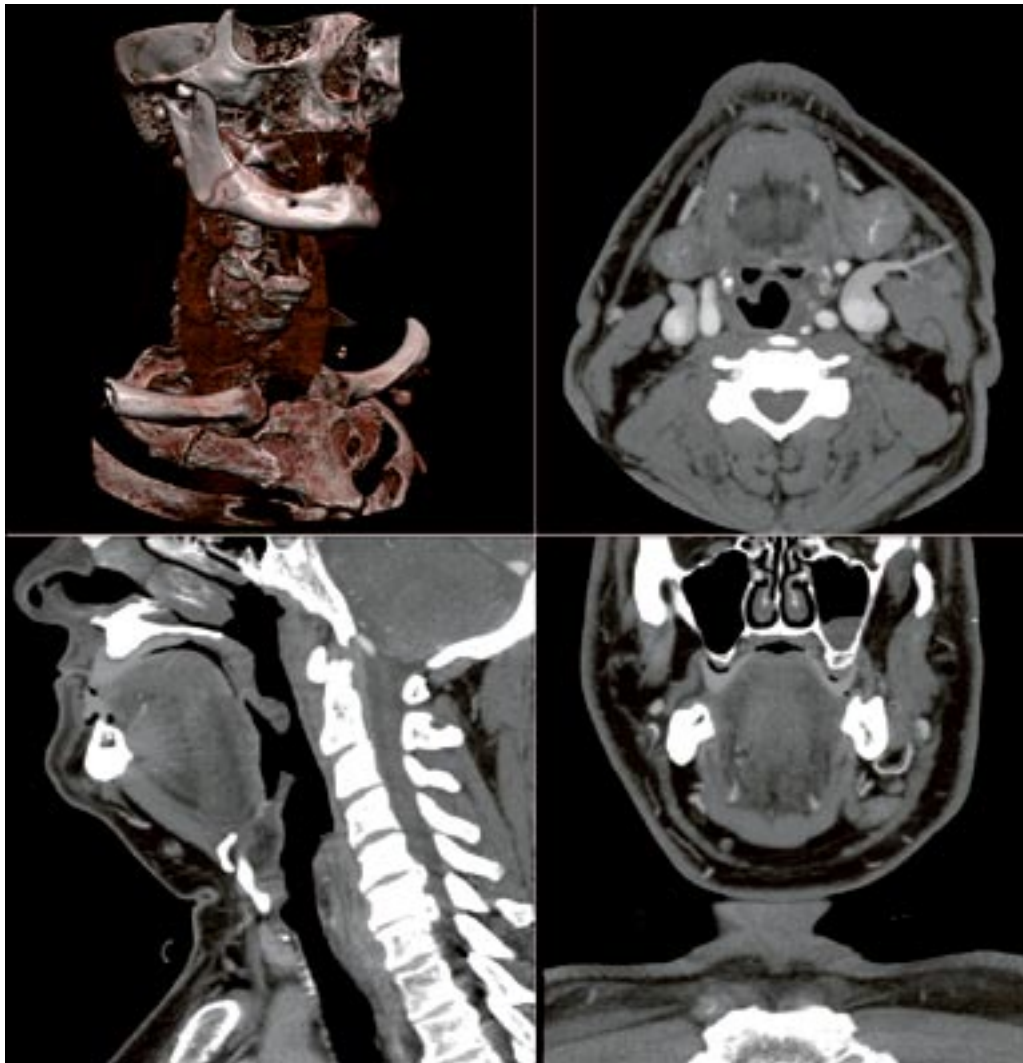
Риск возникновения рака от доз облучения, полученных в результате ряда процедур КТ-сканирования, весьма значителен. Большинство других последствий облучения (таких, как, например, повреждение кожи) можно довольно эффективно избегать, но в случае риска возникновения рака это не так. Имеются оценки, согласно которым в США в ближайшие два-три десятилетия в результате проведения ежегодно около 60 млн. процедур КТ-сканирования будет происходить дополнительно несколько миллионов случаев раковых заболеваний.
